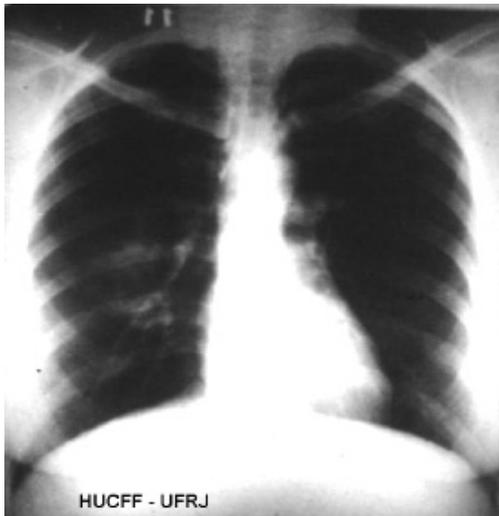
TELERRADIOGRAFIA DE TÓRAX EM PA MOSTRANDO INFILTRADO TRANSITÓRIO PERI-HILAR À DIREITA (SERVIÇO DE IMUNOLOGIA - HUCFF/UFRJ).
